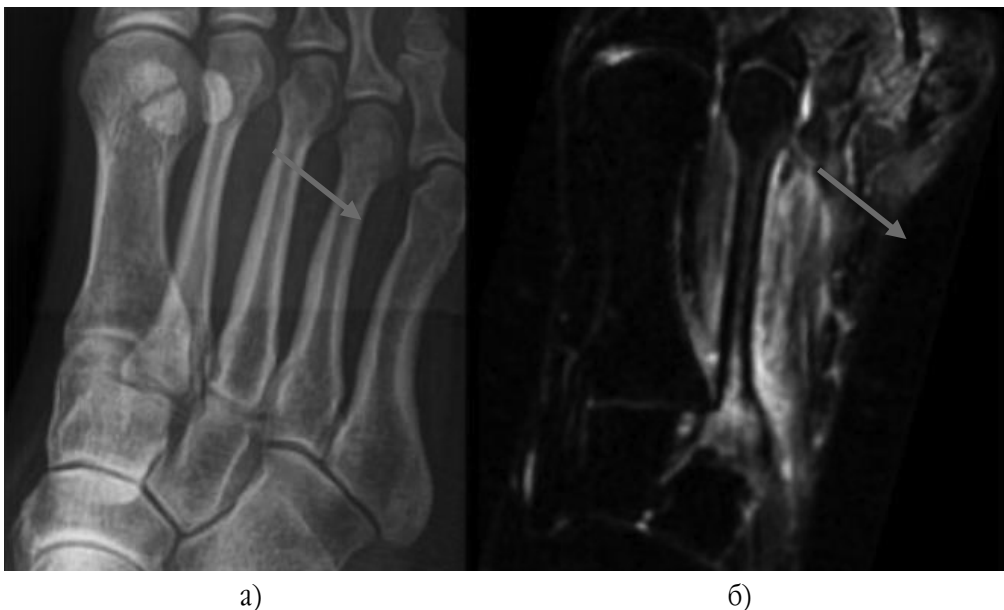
а) На рентгенограмі: без ознак патології; б) на МР-томограмі у коронарній проекції у режимі FS PD FSE візуалізується неоднорідне підвищення МР-сигналу від 2-ї плеснової кістки, виражена зона набряку навколишніх м'яких тканин при чітко збереженому кортикальному шарі.
